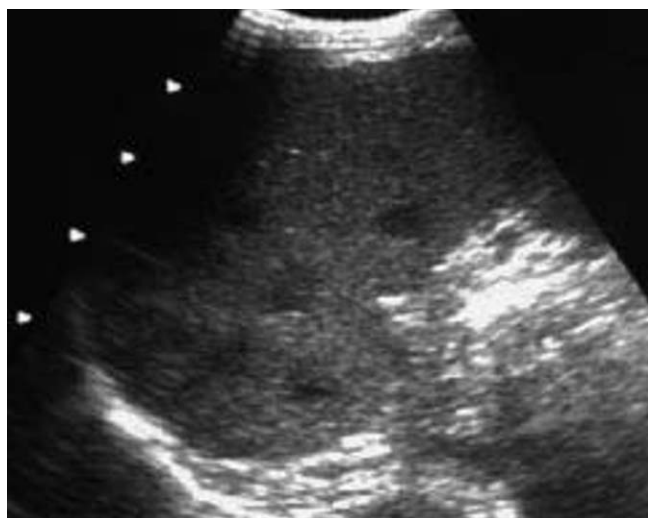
Patient Ivoirien, amaigrissement, sueurs asthénie, fièvre. Adénopathies nécrotiques thoraciques. Ponction sous scanner. Anatomopathologie : matériel nécrotique aspécifique. Microbiologie : culture positive M tuberculosis. Évolution : disparition progressive des anomalies. A : Échographie : nodules hypoéchogènes multiples. B : TDM : nodules intra-spléniques dont certains sont limités par une fine prise de contraste périphérique.
